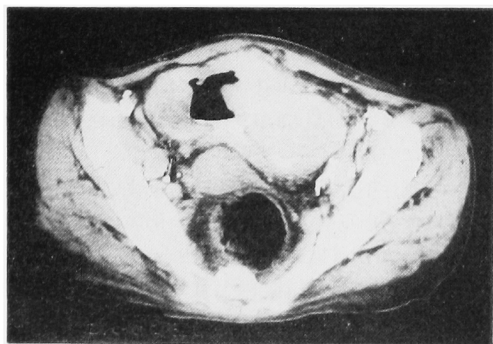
腹部・骨盤部 CT：膀胱左側を中心に辺縁不整の極めて大きな腫瘍が描出されている。
